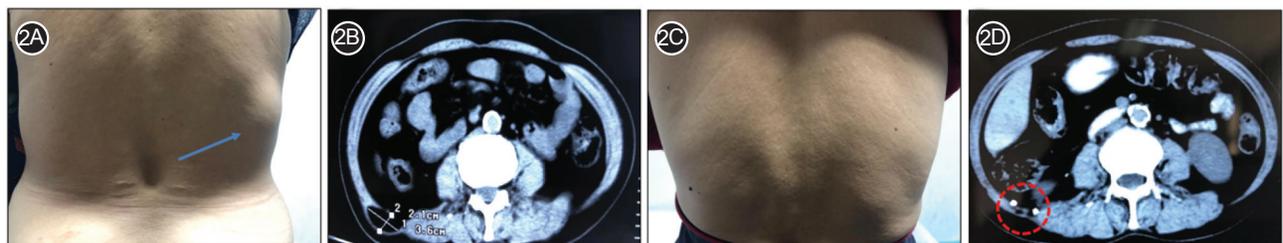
病例 1 患者术前及术后 3 个月, 代表性腰部照片及 CT 检查结果 2A. 术前腰部照片, 箭头所指处为腰疝导致的腰部隆起; 2B. 术前 CT 检查证实右侧上腰三角处筋膜缺损, 腹膜外脂肪疝出, 缺损直径约 2 cm, 疝囊大小约 2.1 cm×3.6 cm; 2C. 术后 3 个月腰部照片, 腰疝表现消失; 2D. 术后 3 个月复查腰部 CT, 术区无疝、无炎症反应表现, 见补片固定钉
